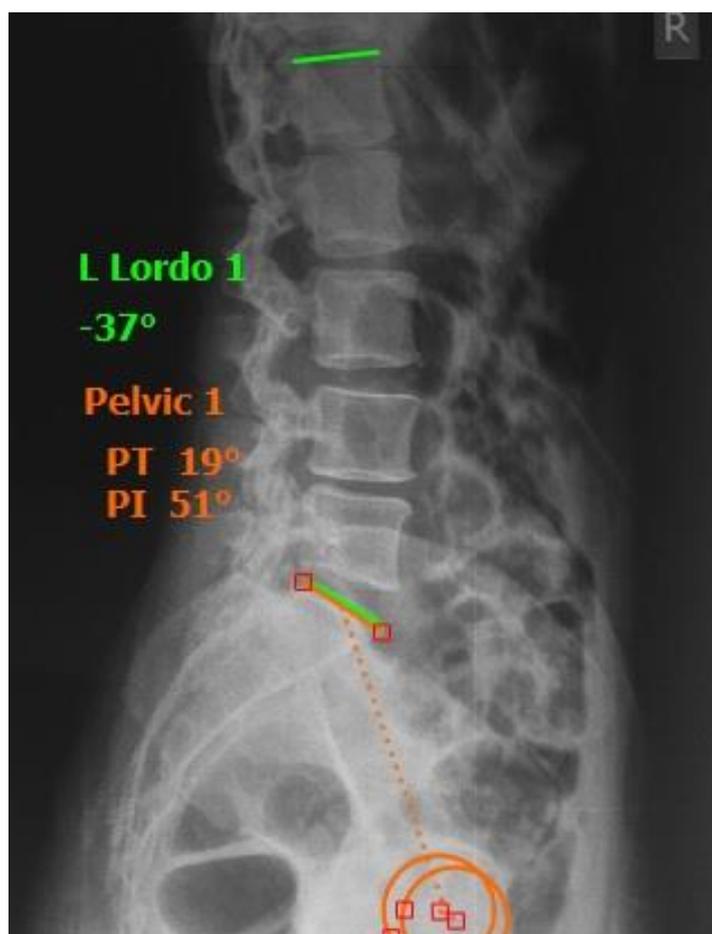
Результаты предоперационного рентгенологического обследования больной В. 52 лет
